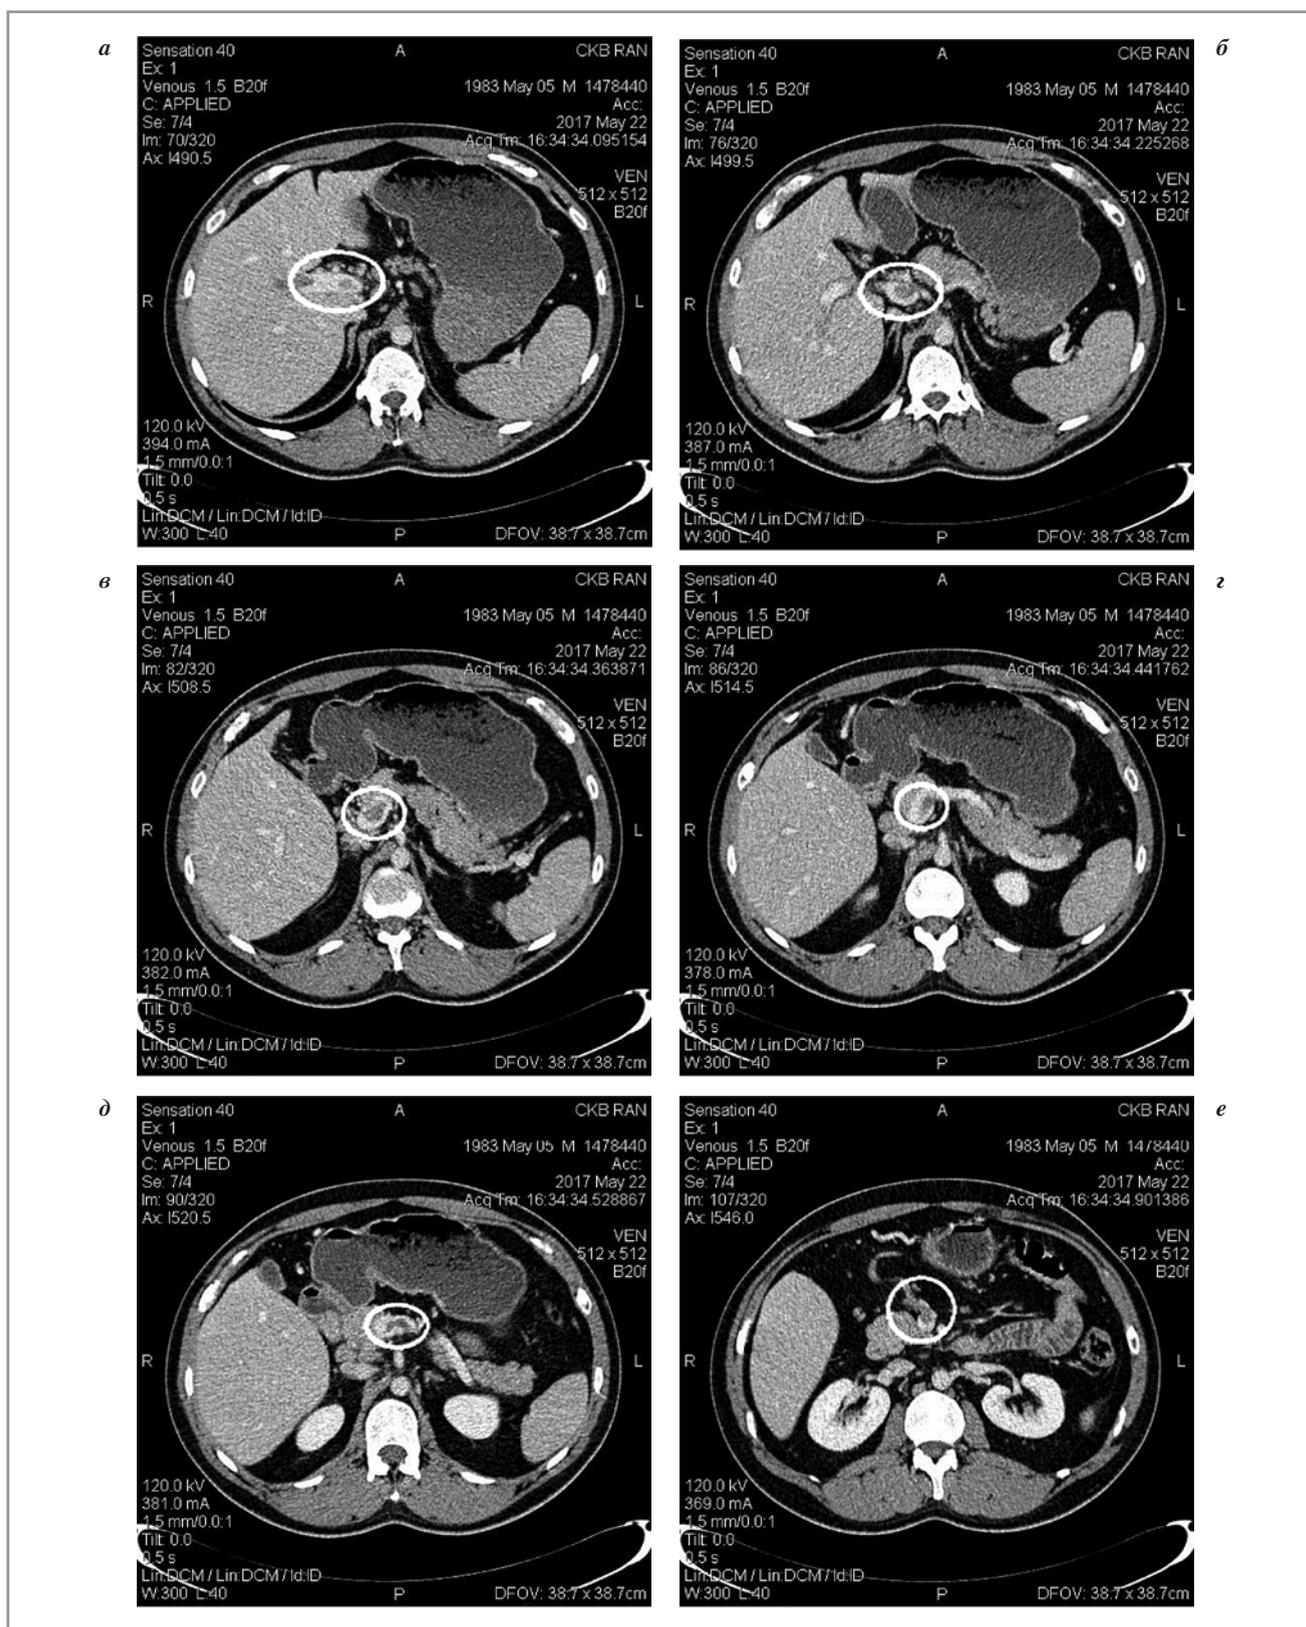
МСКТ брюшной полости при поступлении. Визуализируется: *а* – воротная вена; *б, в, г, д* – селезеночная вена; *е* – верхняя брыжеечная вена.
